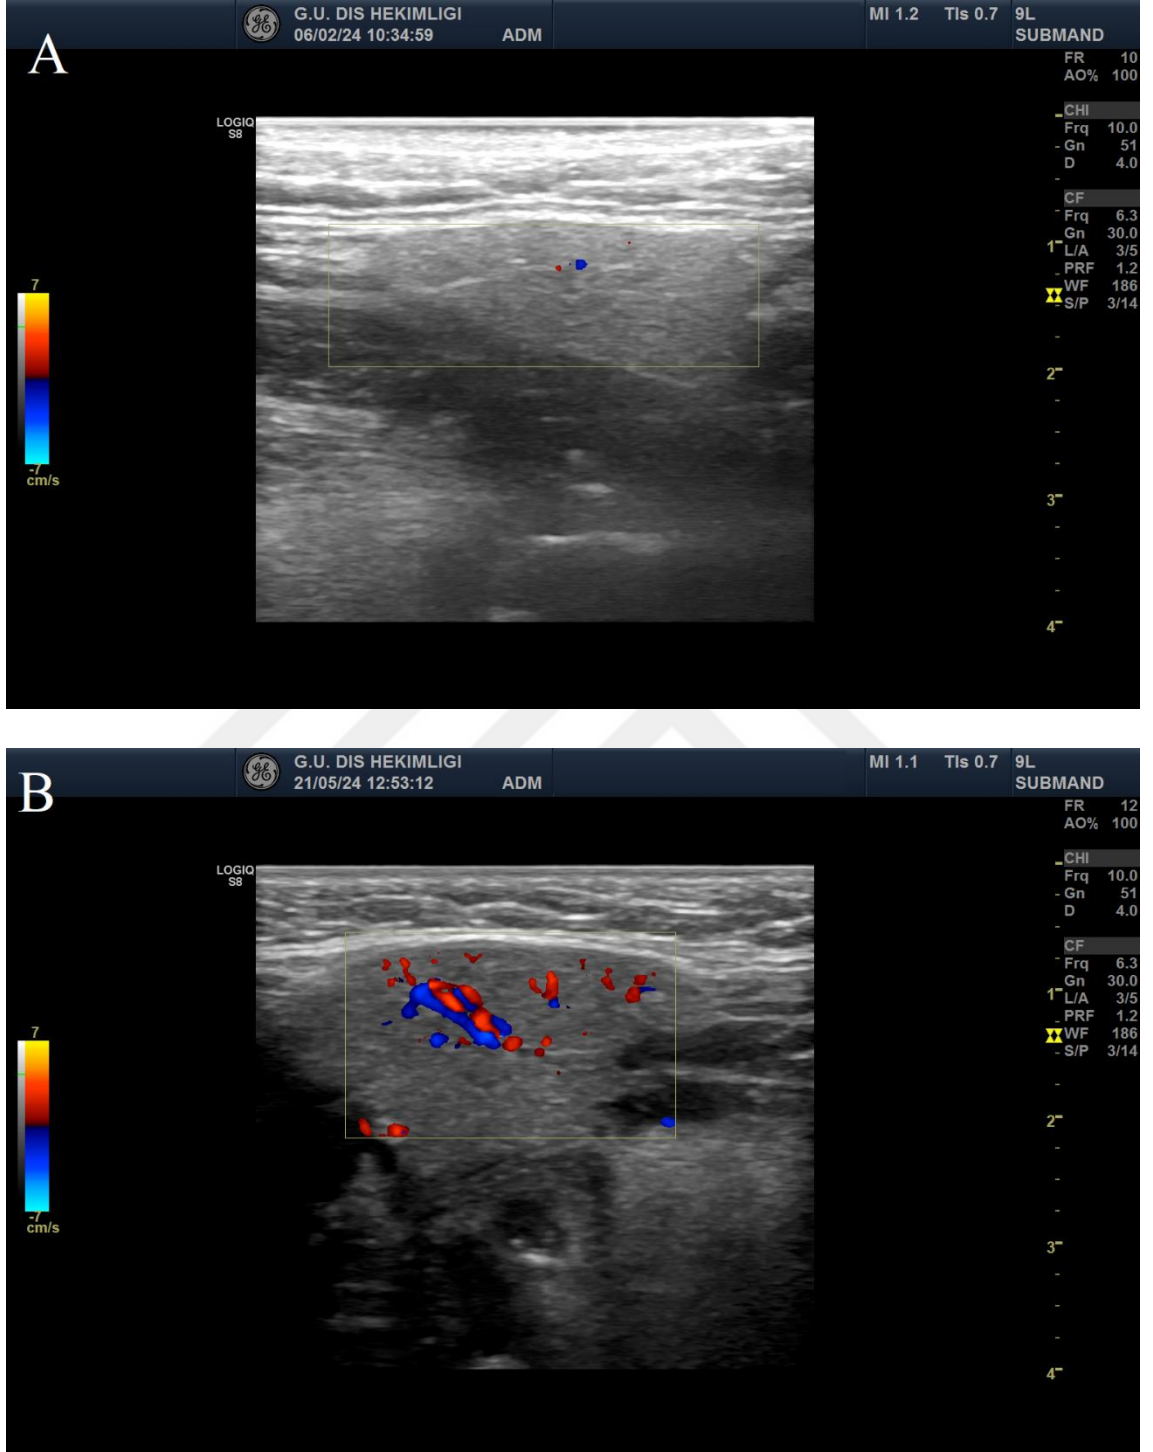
Submandibular bezlerin renkli doppler USG ile değerlendirilmesi A: vaskülarizasyon yok B: santral kanlanma C: periferel kanlanma D: santral+periferel kanlanma
